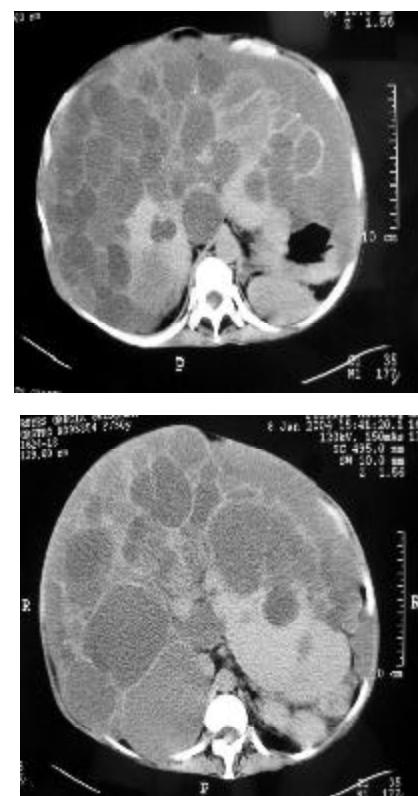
TAC de abdomen con múltiples quistes involucrando al hígado y ambos riñones.
